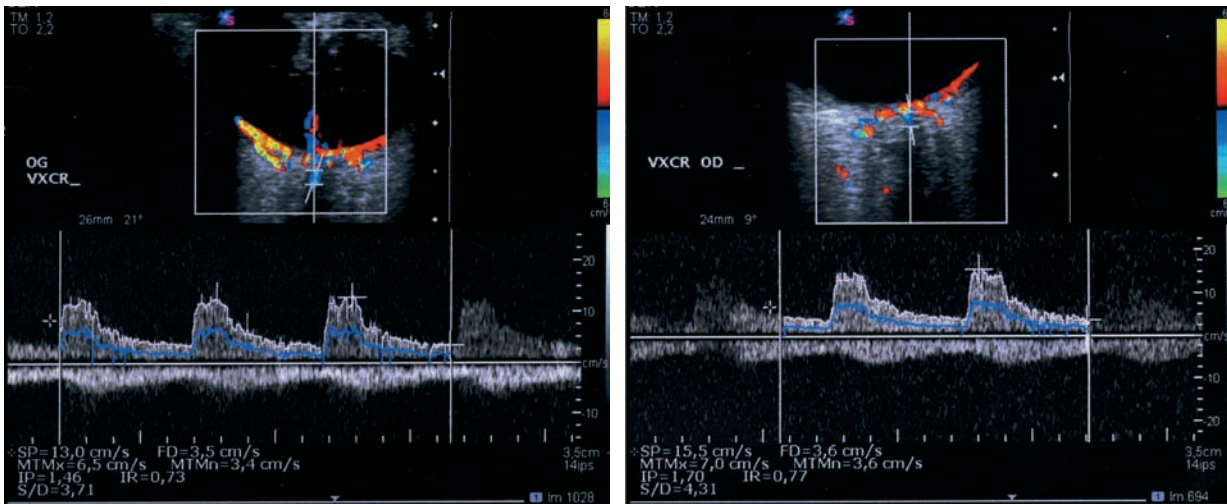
Décollement de rétine récent, œil gauche. Échographie-Doppler en mode « pulsé ». Enregistrement des vaisseaux centraux de la rétine. a. Du côté du décollement : VSM = 13 cm/s et IR = 0,73. b. Sur l'œil normal : VSM = 15,5 cm/s et IR = 0,77. La VSM est discrètement plus basse du côté du décollement.
